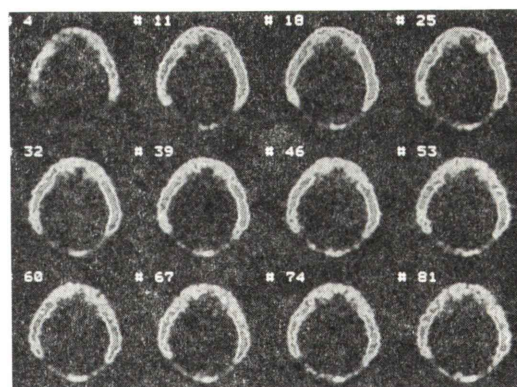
Dynamic images of ^{18}F -FDG-PET obtained for one minute per frame in a patient with clinically highly suspected brain death. No accumulation of ^{18}F -FDG was seen in all frames.
